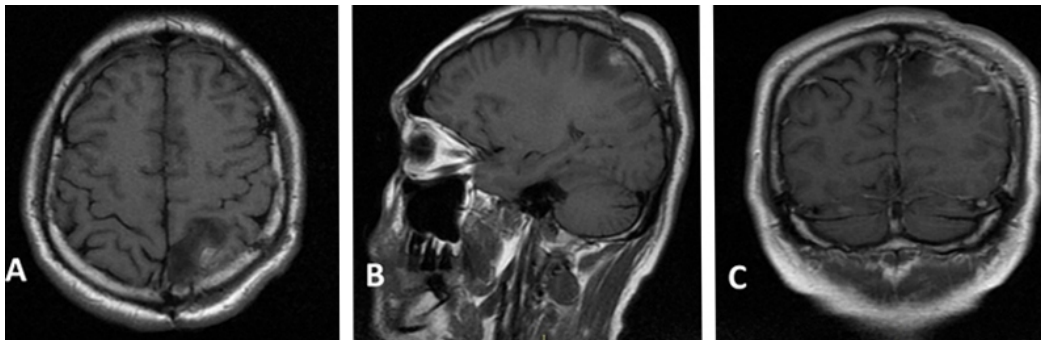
RMN cerebral sin contraste. A: corte axial, muestra hipointensidad en región fronto parietal izquierda. B: corte sagital. C: corte coronal
